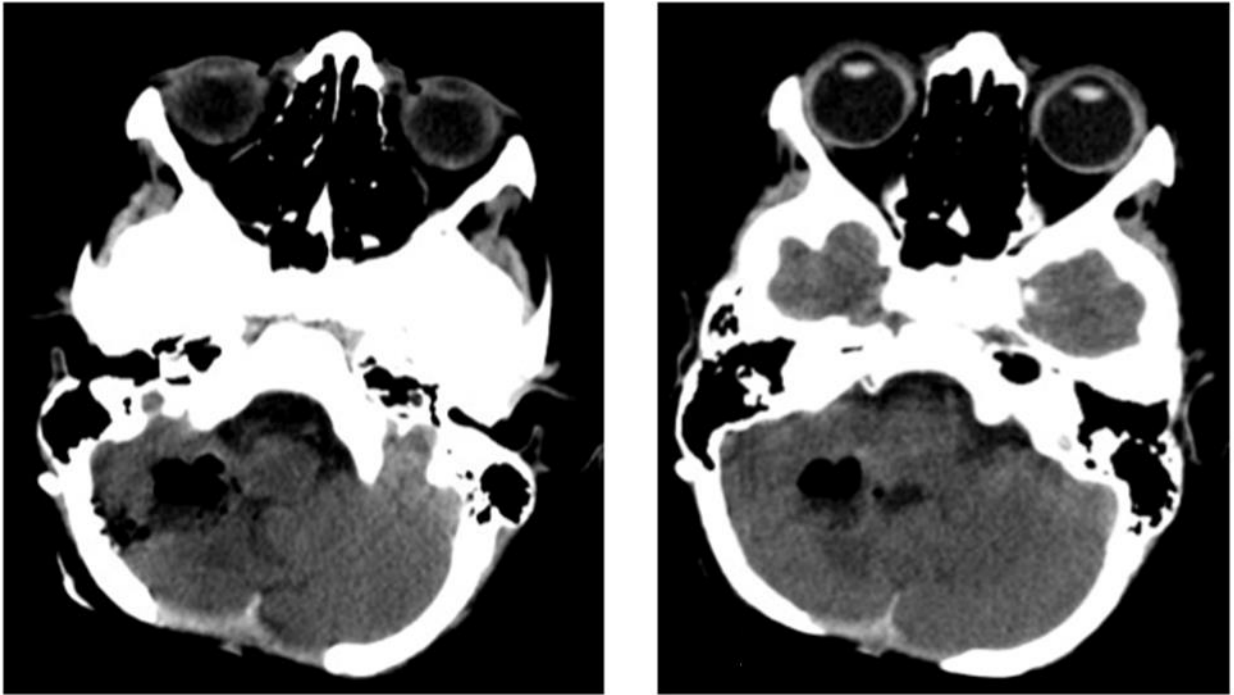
Послеоперационный КТ-контроль, выполненный в первые сутки после операции
